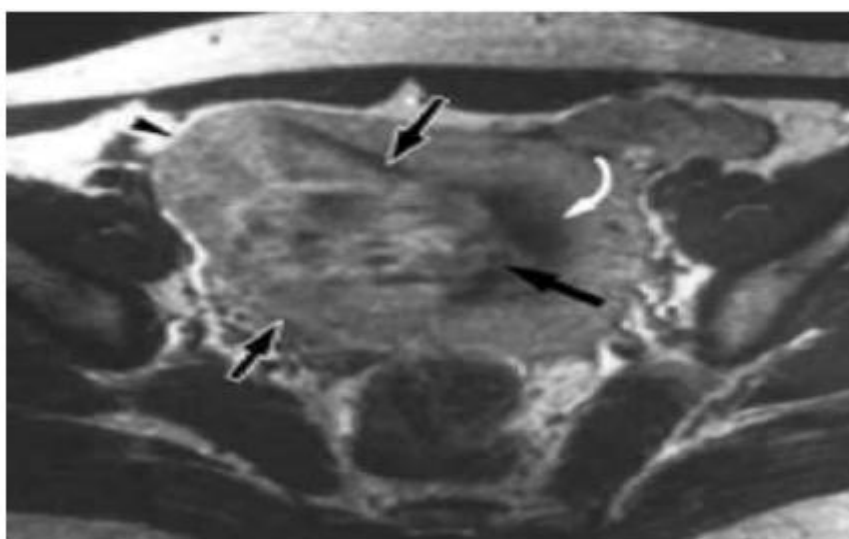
Coupe axiale d'IRM en T1. Masse rehaussée de façon hétérogène par le PDC (flèches noires) et occupant la totalité de la paroi myométriale (Sarcome indifférencié) [159]
